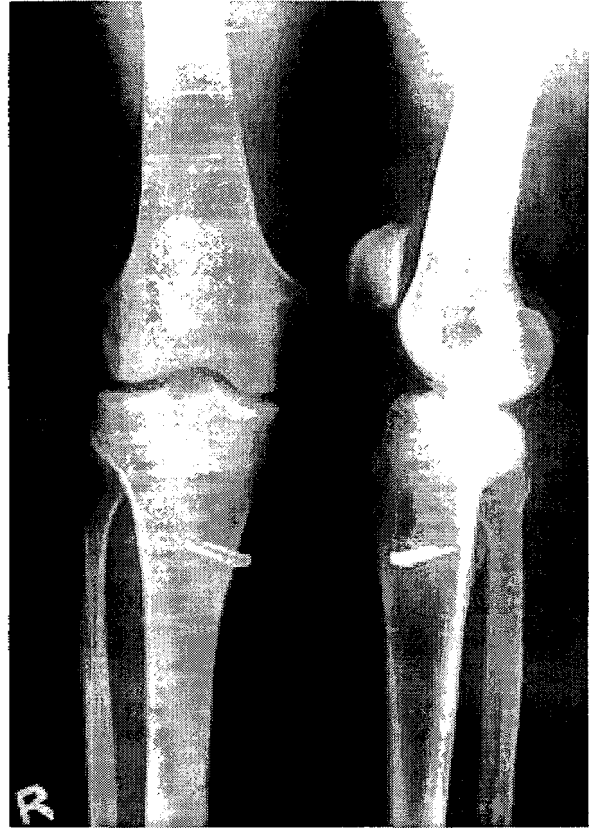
Simple X-ray film showed fixation with interference screw at femoral site and biodegradable screw, staple at tibial site, after ACL reconstruction using Achilles allograft.
